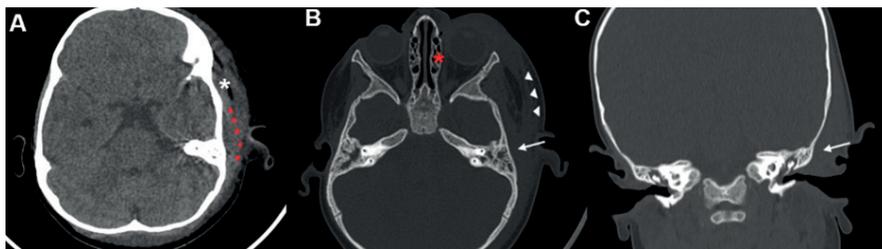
Immagini TC che mostrano la cellulite dei tessuti molli dell'area temporale e preauricolare sinistra. A) Si noti l'ascesso subperiostale (punte di freccia rosse) situato in profondità al muscolo temporale (asterisco bianco), vicino alla radice zigomatica. B) TC assiale. Cellulite dei tessuti molli nella fossa infratemporale sinistra (punte delle frecce bianche) che si estende alle palpebre sinistre. Si noti la normale aerazione del seno etmoidale (asterisco rosso) e l'assenza di segni di cellulite orbitale post-settale. C) TC coronale: si noti la cellulite dei tessuti molli, laterale alle cellule della radice zigomatica. Freccia bianca (B e C): nessun segno di erosione dell'osso corticale mastoideo.
